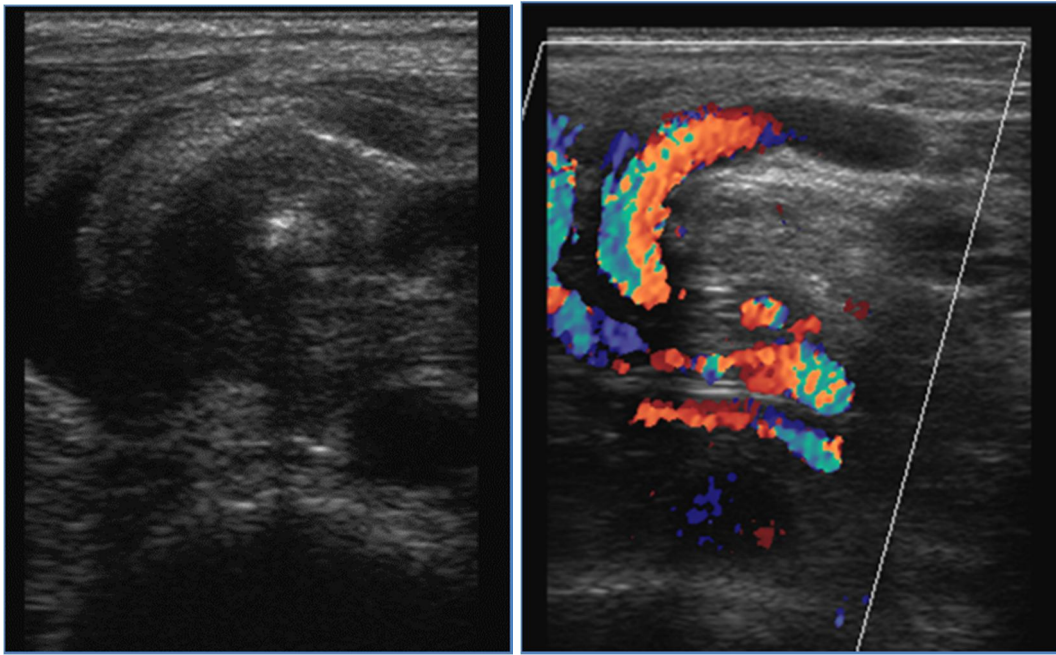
Volvulus aigu sur malrotation vu à l'échographie-doppler
